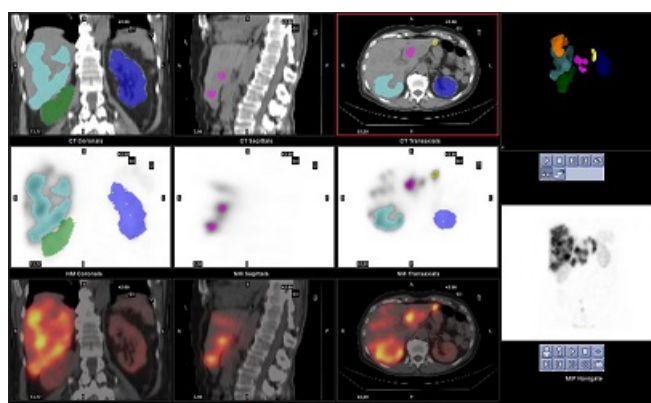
Ejemplo de contorno de órganos y tumores. Las estructuras pueden ser utilizadas en las futuras imágenes registrando las imágenes del TC.
